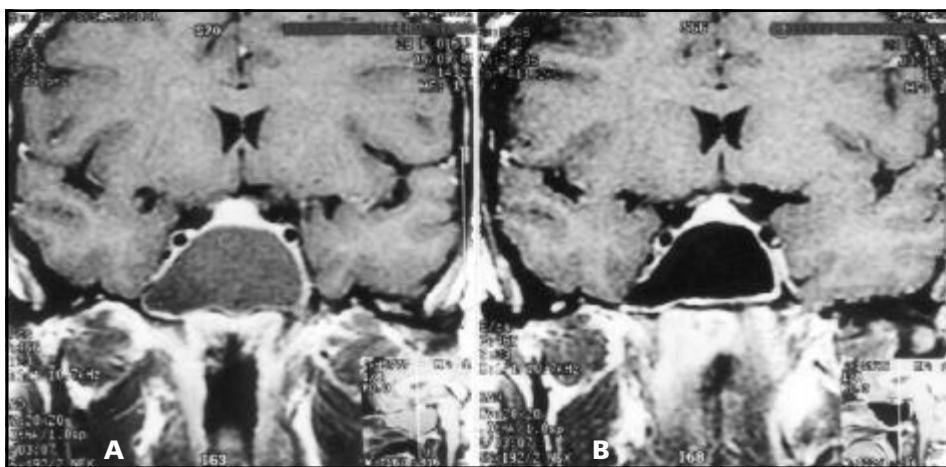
RM da Paciente 2, em corte coronal no pré-operatório (a), e na primeira semana após a cirurgia (b).
